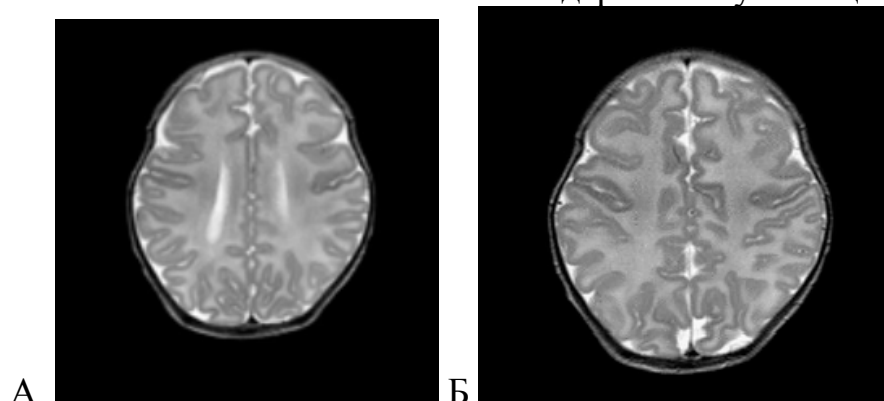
Пациентка И. (2 мес). МРТ 3Т. А-Б. Инфантильная фаза миелинизации с признаками кортикальной незрелости. На T2 ВИ локальное утолщение коры в области прецентральной извилины слева
